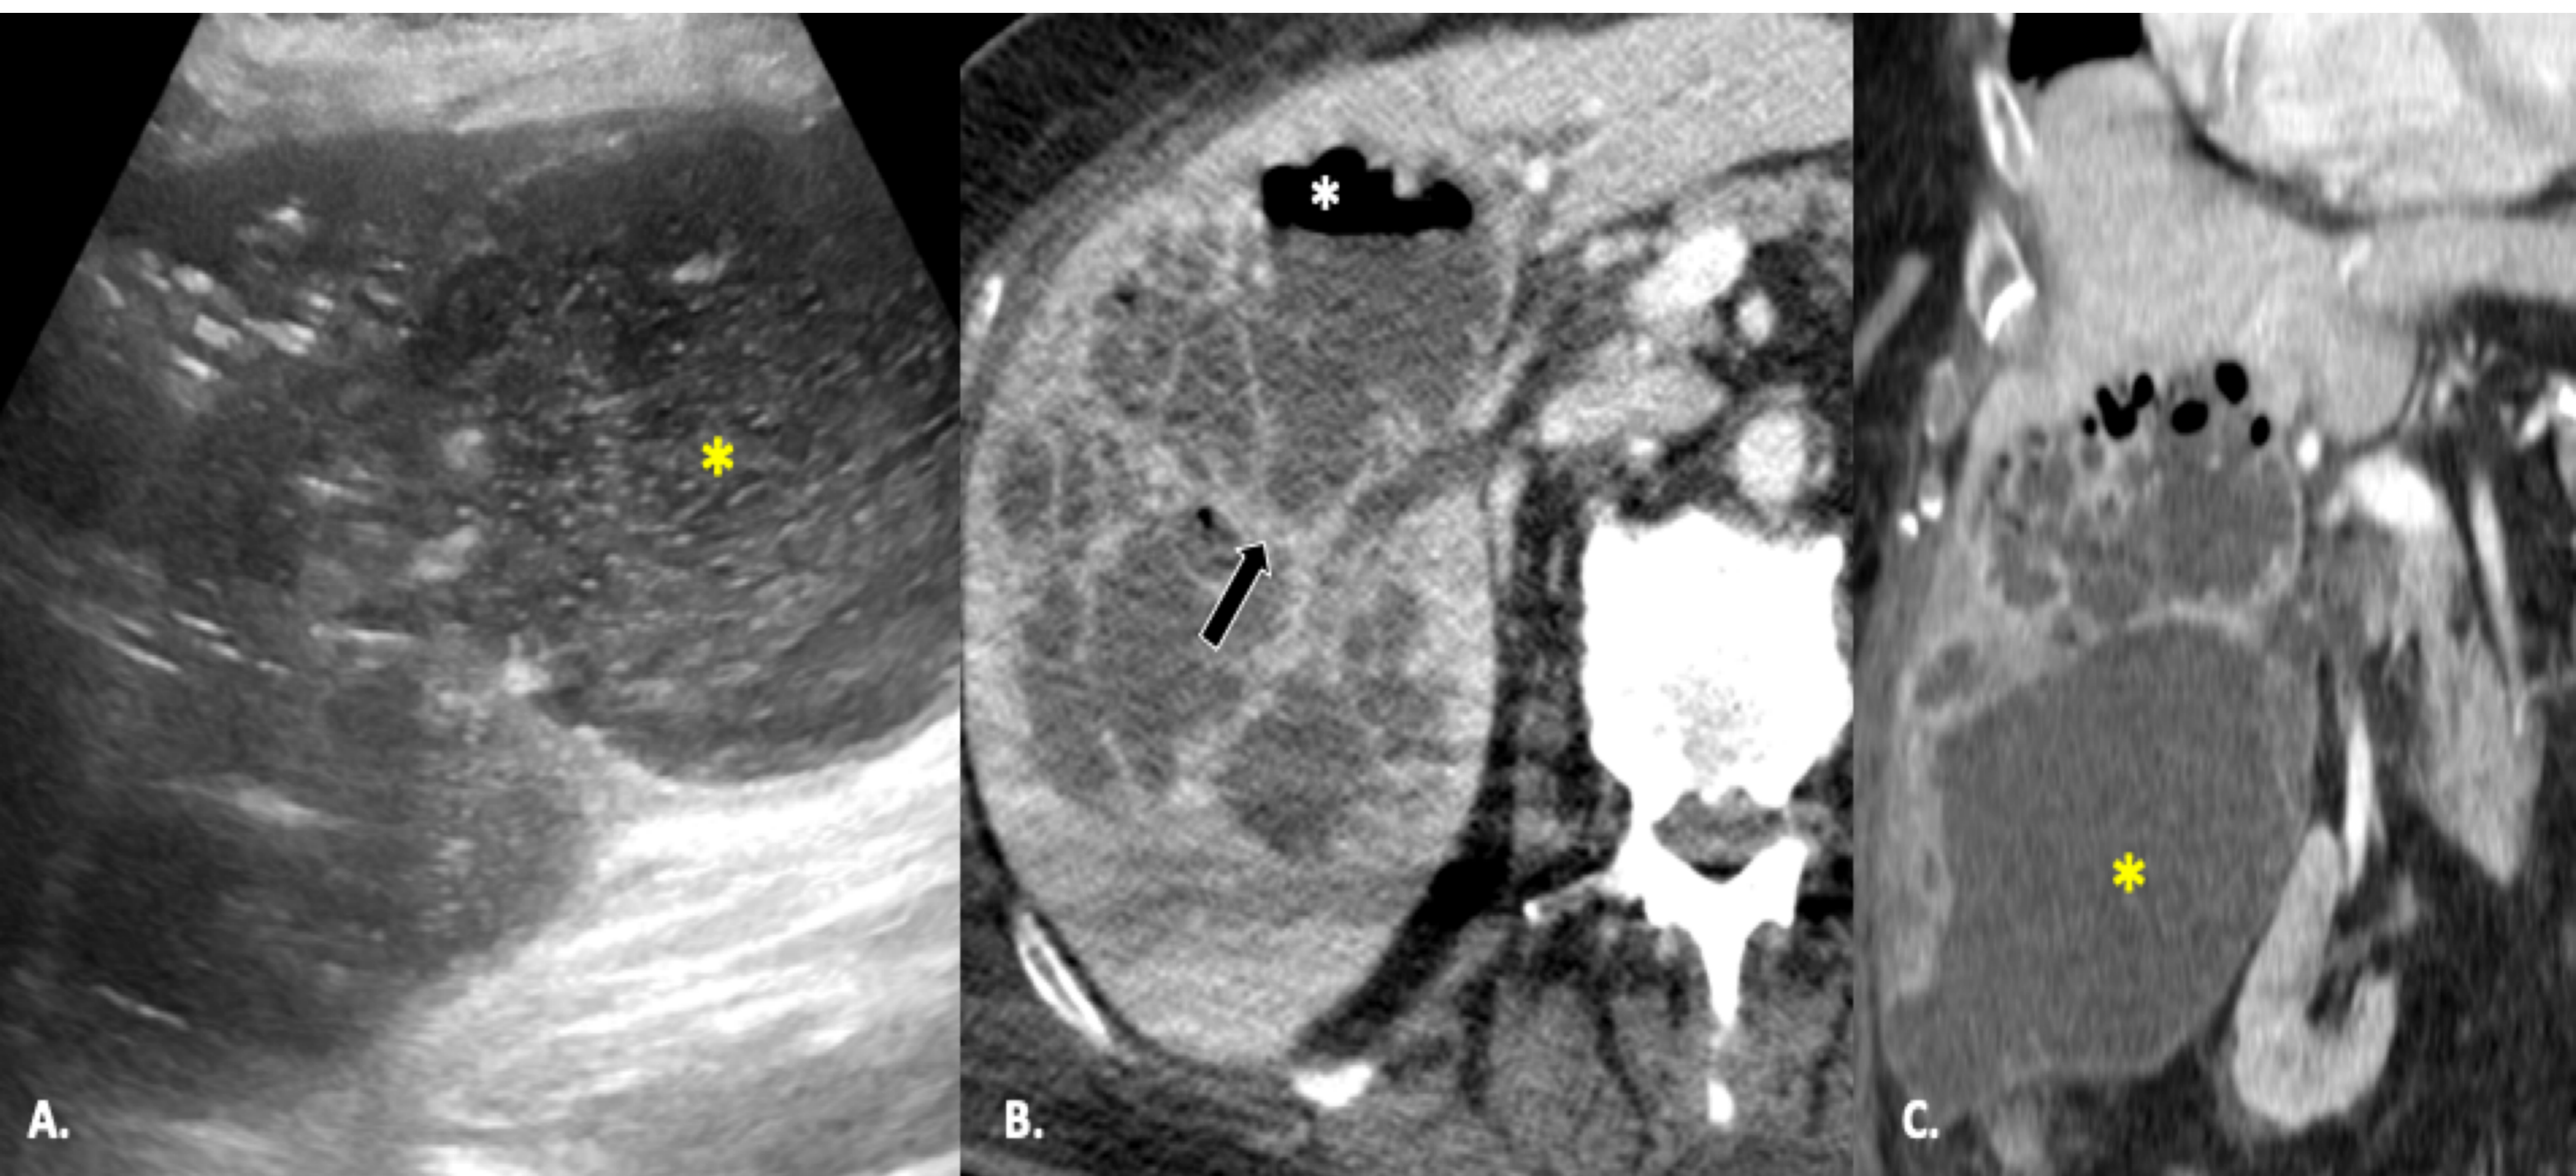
Absceso hepático piógeno en mujer de 81 años diagnosticada de colecistitis gangrenosa/septicemia biliar. (A) La ecografía muestra la vesícula biliar distendida con contenido heterogéneo (asterisco amarillo), adyacente al mismo se observa una extensa colección multiloculada en el lóbulo derecho con pared gruesa y realce de los septos. Nivel líquido-fluido y burbujas de gas en el interior del quiste (asterisco blanco) (B, C).
